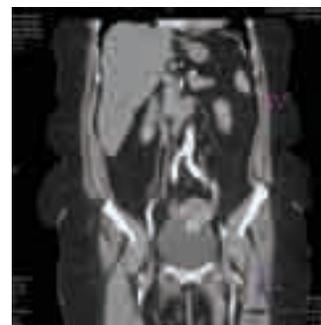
Corte sagital de urotomografía abdomino-pélvica en su fase venosa, corroborándose imagen hiperdensa y su adecuada interfaz con el útero.
